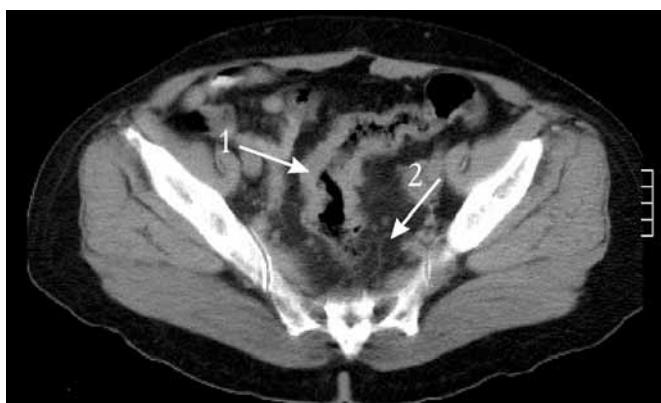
Пацієнт Ю., 50 р. Аксіальний зріз СКТ. Пухлина сигмоподібної кишки з поширенням на жирову клітковину: 1 — потовщення стінки сигмоподібної кишки, нерівний контур, звуження її просвіту; 2 — зниження прозорості жирової клітковини, наявність вузлових структур уздовж контуру
